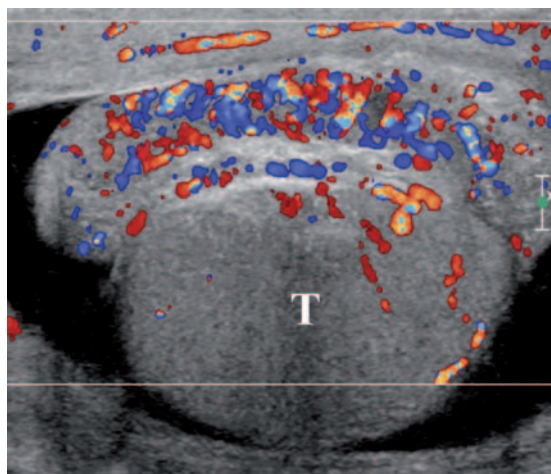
Scrotal inflammation. Longitudinal color Doppler scan of acute epididymitis, presenting with enlarged, hyperemic epididymis (*). Color Doppler appearance of the testis (T) is normal.
